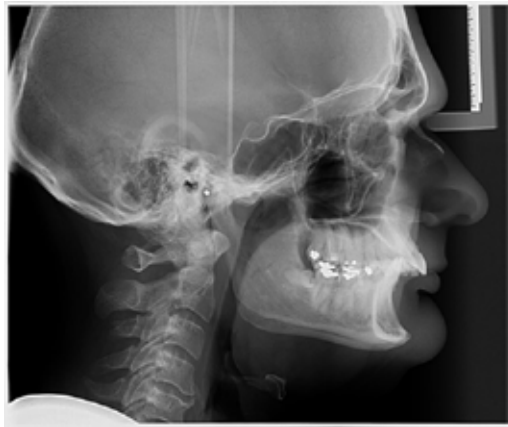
AQUISIÇÃO DA TELERRADIOGRAFIA
